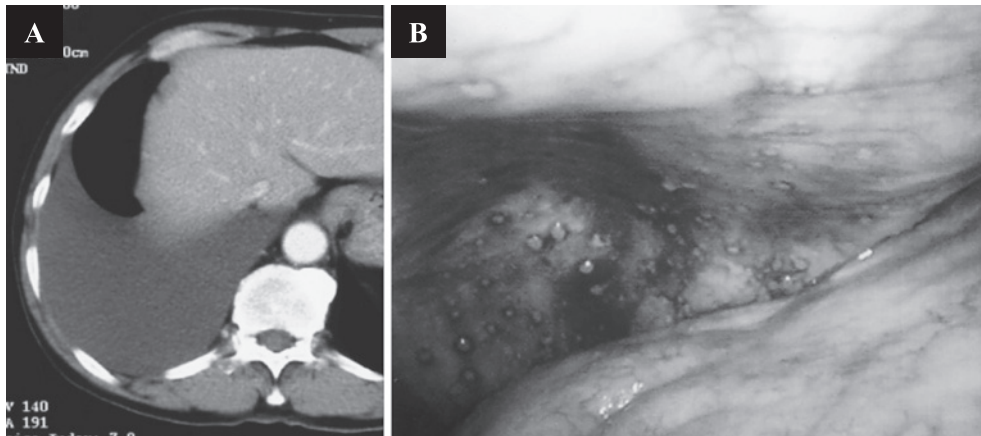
A case with pleural thickening. A chest CT image reveals pleural effusion in the right thoracic cavity but without signs of clear pleural thickening (A). The thoracoscopic findings show pleural thickening and nodule distributed on the thickened pleura (B).
